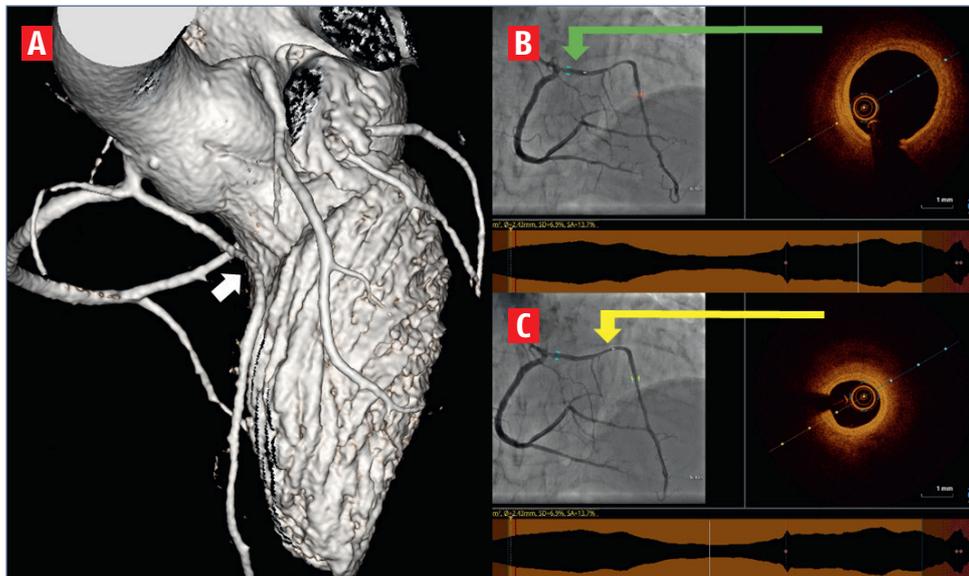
Imagerie tomographique à rayons X (A), angiographique et tomographique par cohérence optique (B et C) d'une artère interventriculaire antérieure (flèche blanche) connectée dans l'artère coronaire droite avec un trajet rétopulmonaire. Réduction de calibre non athéromateuse au niveau de la partie distale du trajet ectopique rétopulmonaire (flèche jaune) par rapport à la partie proximale (flèche verte).
